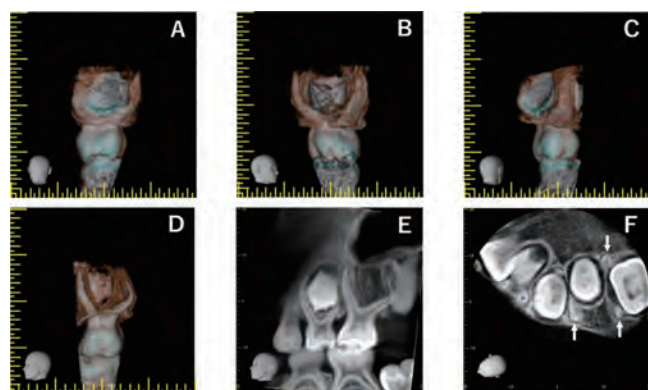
上顎左側第二乳臼歯の歯科用CT画像(6歳0か月)
